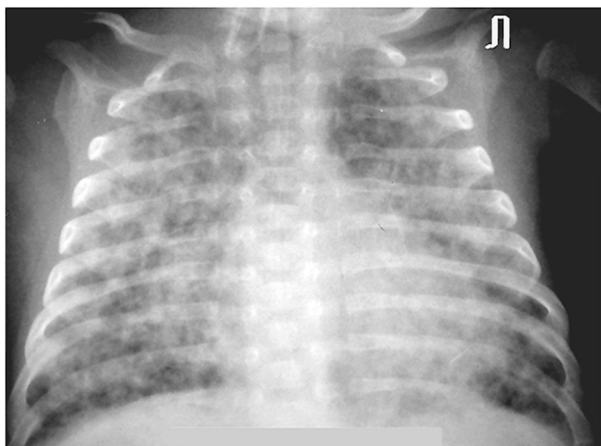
Рентгенограма ОГК недоношеної дитини з БЛД III ст. у віці 3 міс. Дифузне зниження пневматизації обох легень внаслідок грубих фіброзних змін.
